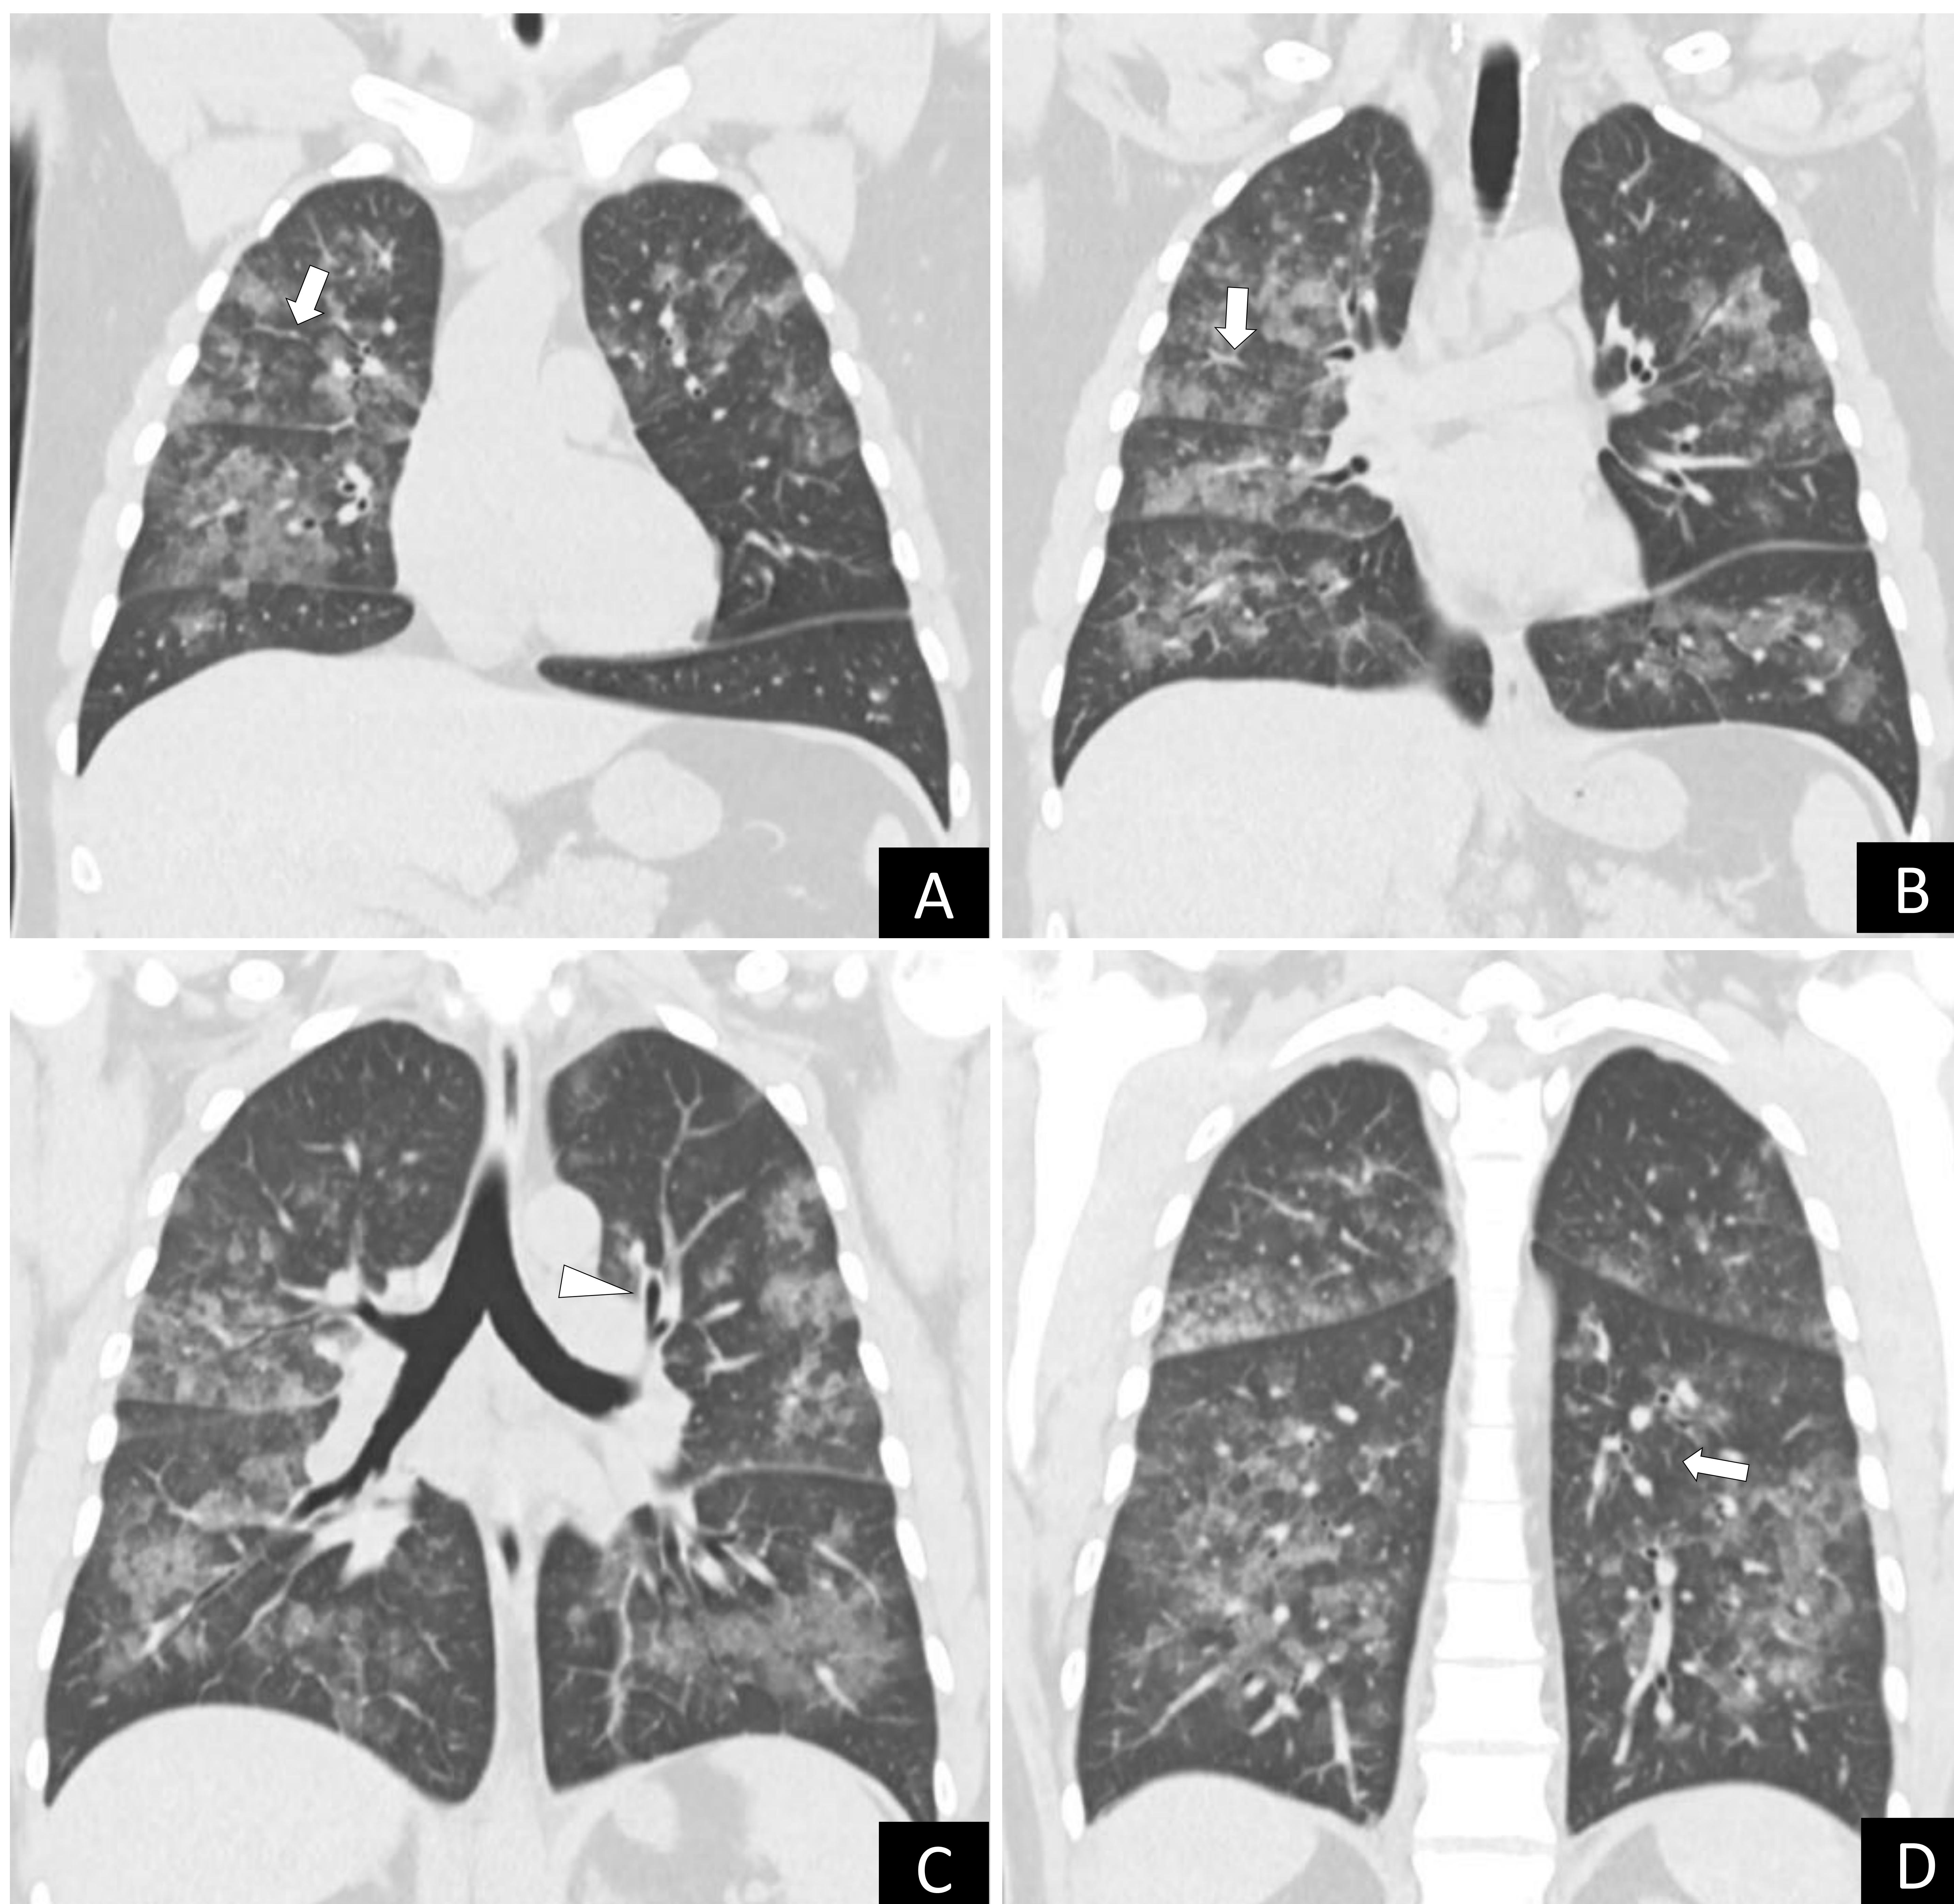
(A-D) TC de tórax sin contraste. Cortes coronales. Ventana de parénquima pulmonar con filtro de partes blandas (Br 40)
